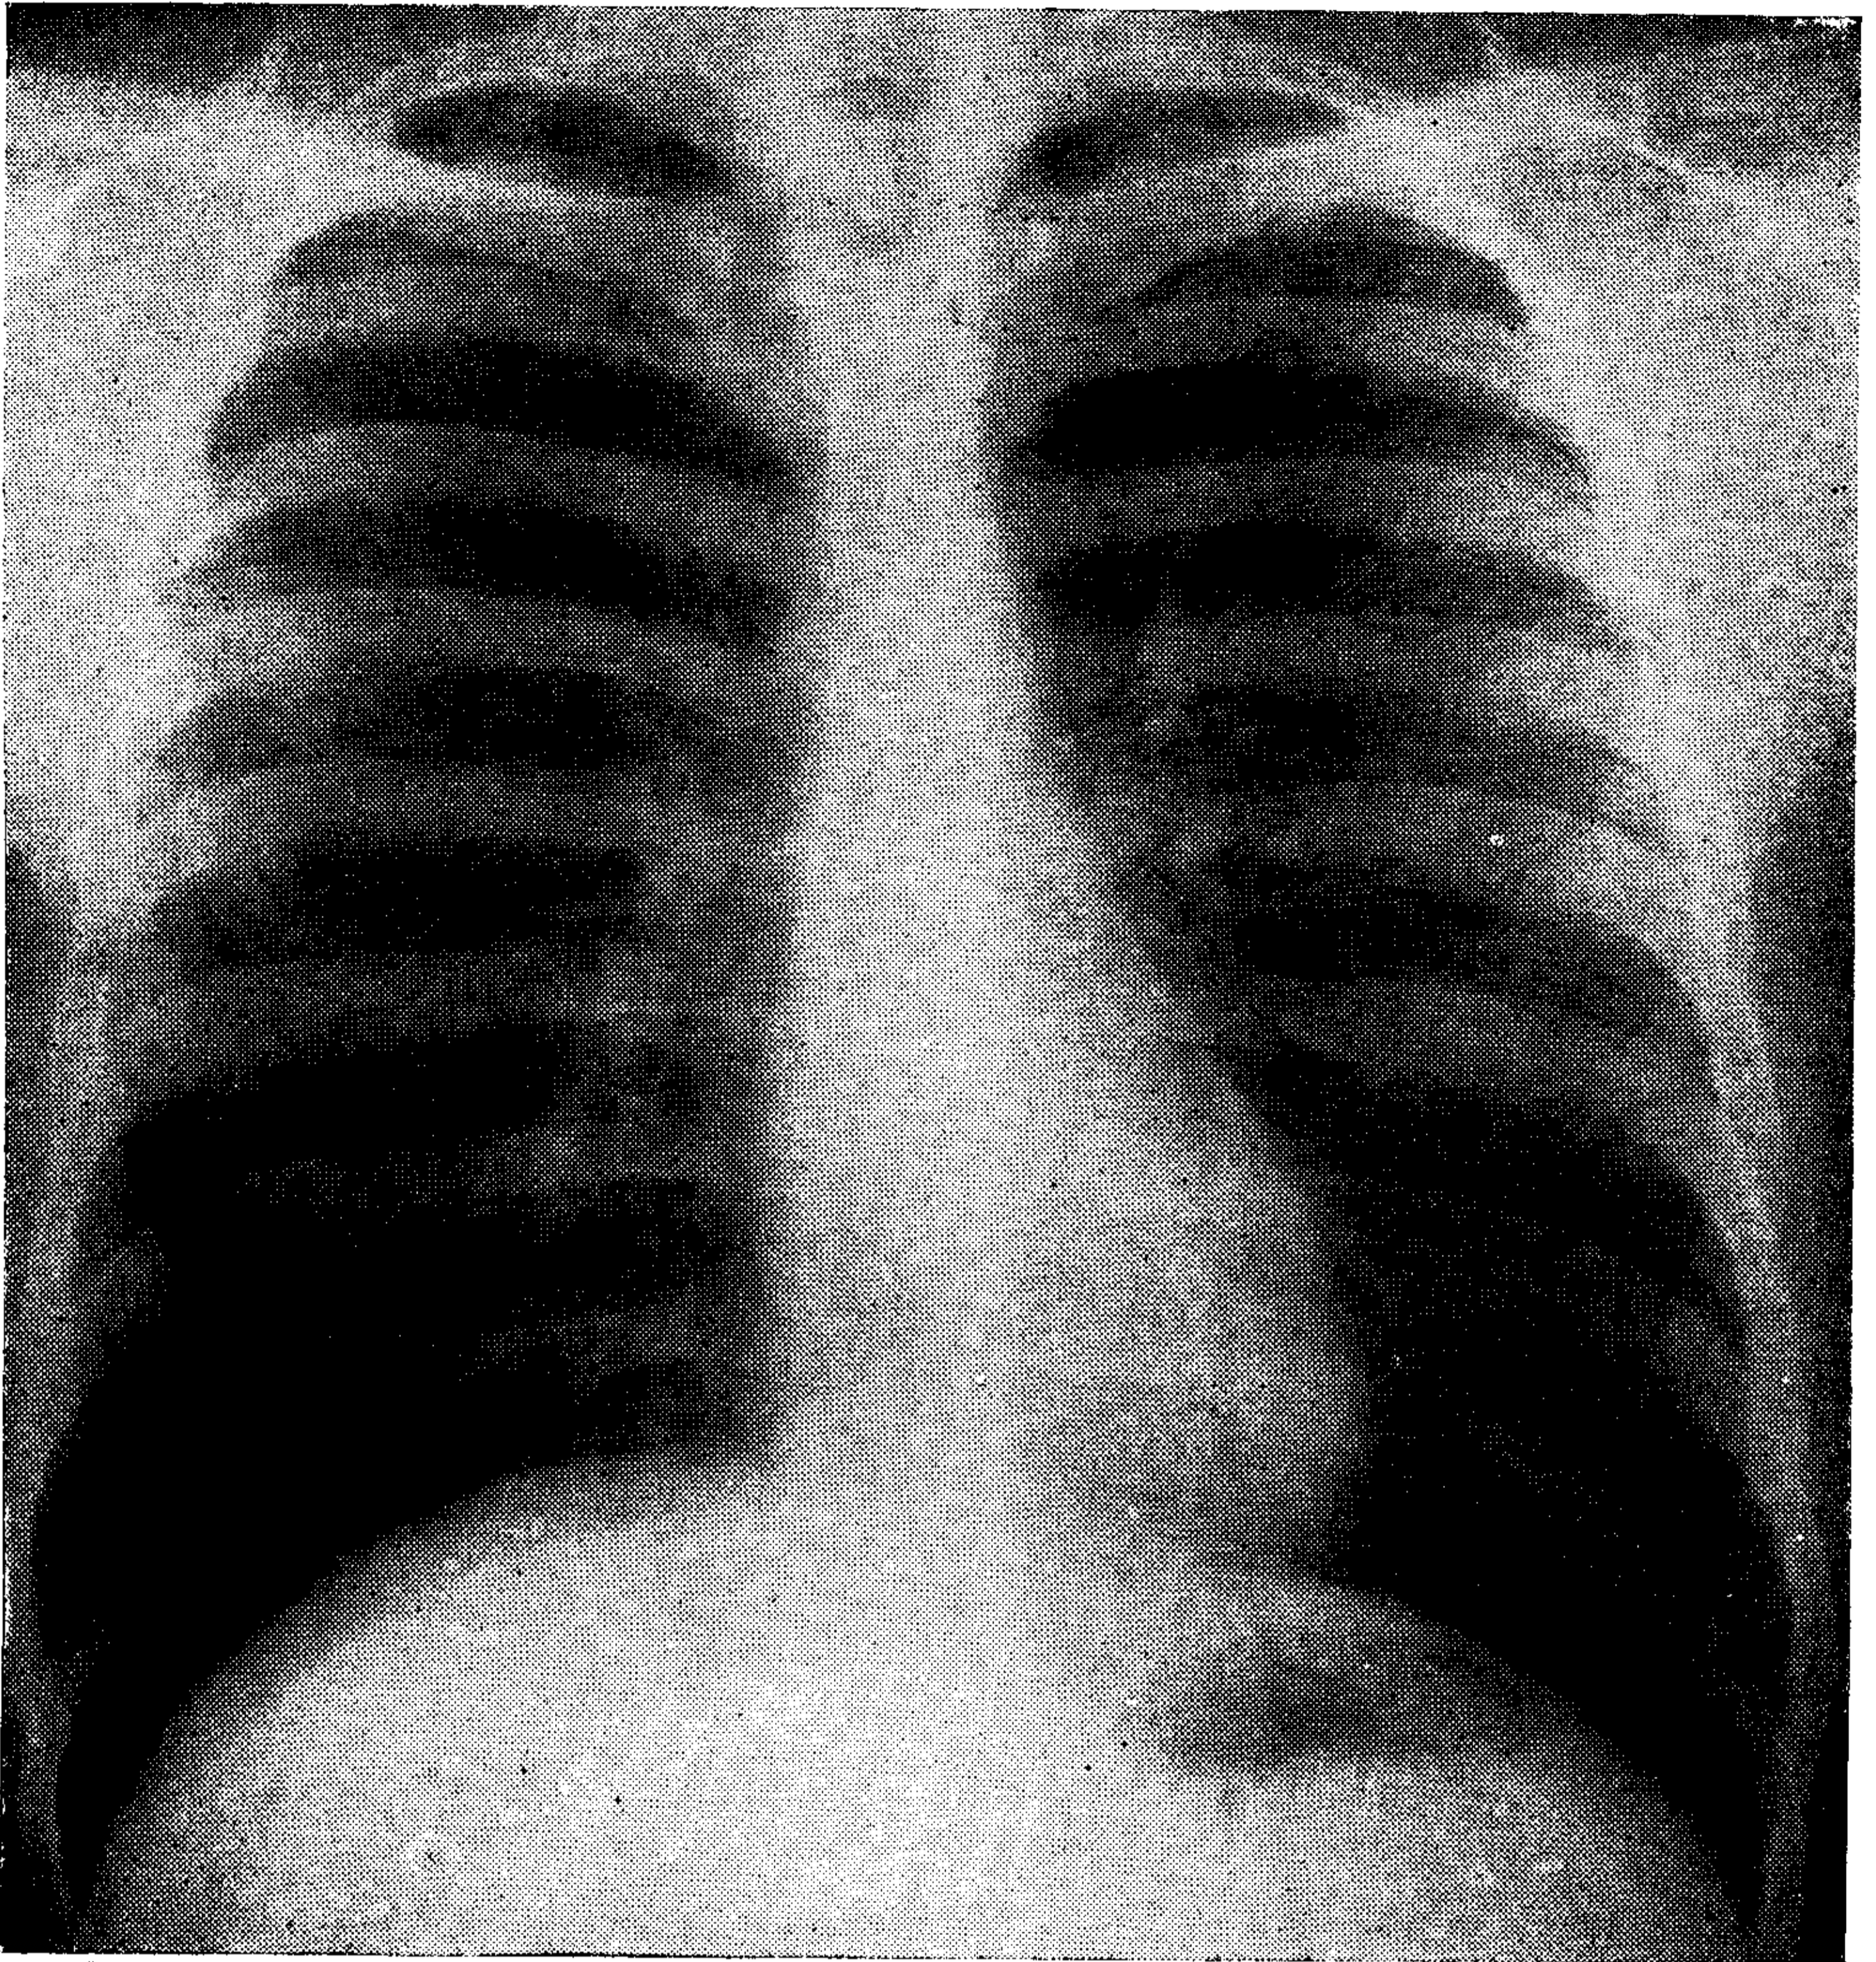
Radiografía del tórax (PA) del caso N^o 1.
